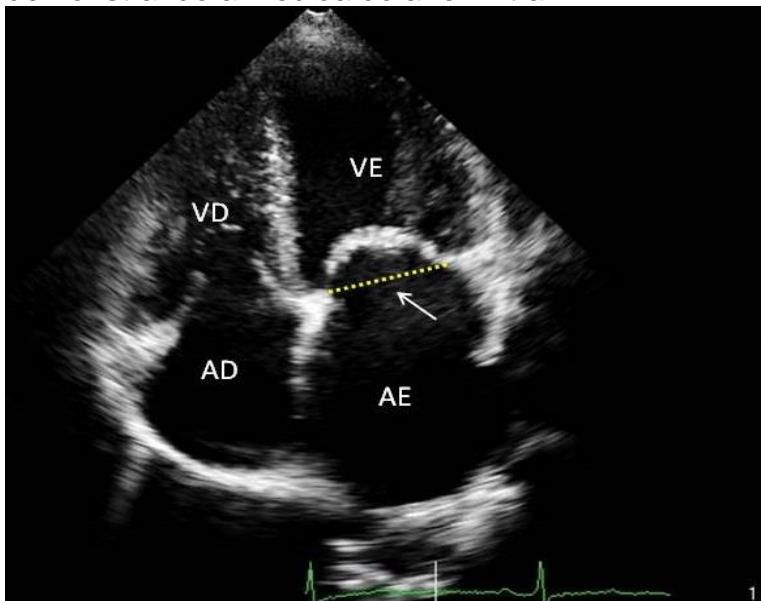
Imagem ao ecocardiograma bidimensional, corte apical de 4 câmaras, demonstrando a medida do diâmetro do anel mitral. A medida é realizada na excursão máxima dos folhetos na mesodiástole. Imagem de um paciente incluído no estudo.
